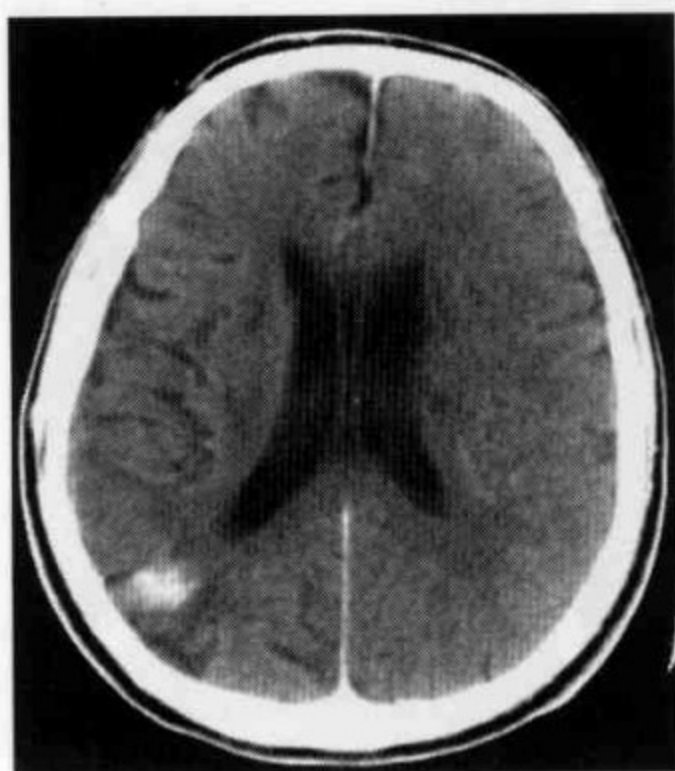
PH1:CT 平扫显示右侧顶枕交界区梗死病灶内高密度影
